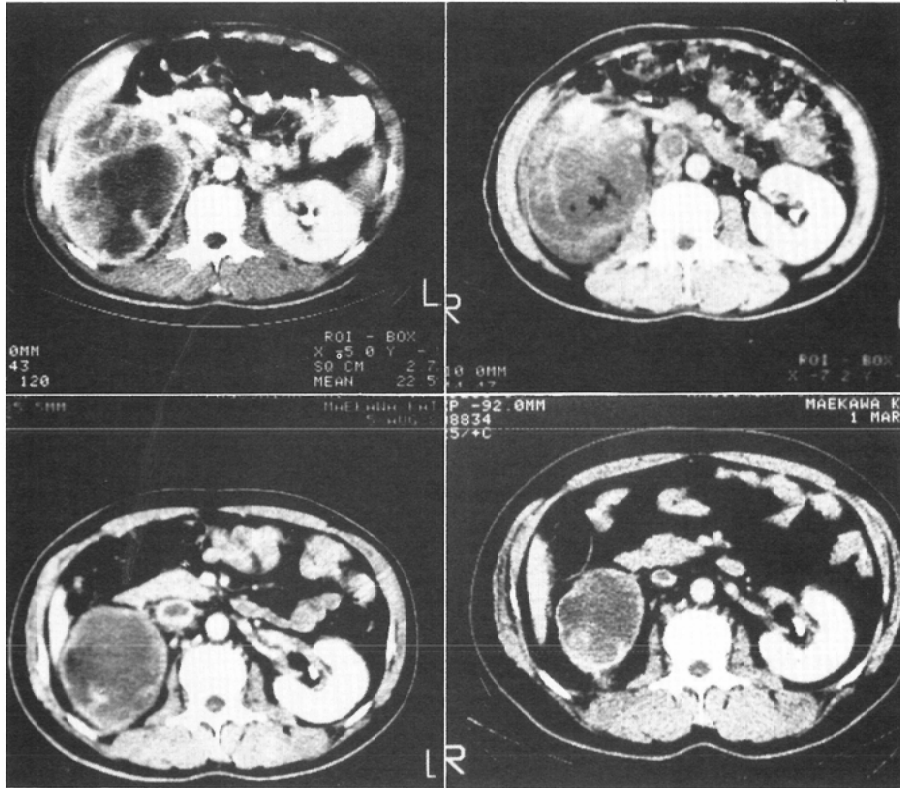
Same patient indicated as in figure 20. a) Pre-ethanol CT image. This case was diagnosed clinically as stage IIIc. and inoperable. b) Post-ethanol CT image 2 weeks after embolization. Note the thrombus in the inferior vena cava. c) Follow-up CT image 2 months after the procedure showing homogeneous density and shrinkage of the tumor. d) On the CT image 8 months after, remarkable reduction in tumor size and diminution of the I.V.C. thrombus were pointed out. This patient underwent nephrectomy.
